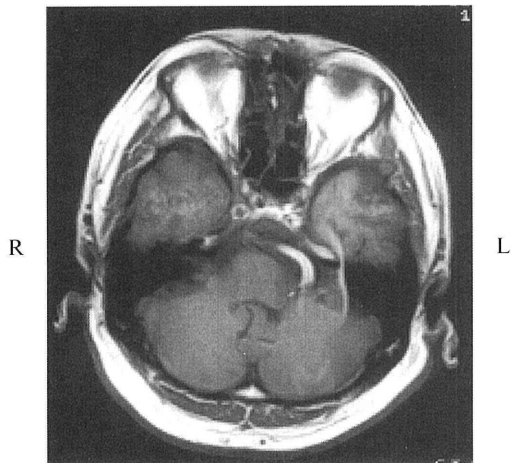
MRI T1 強調画像 (00/01/■■■)
